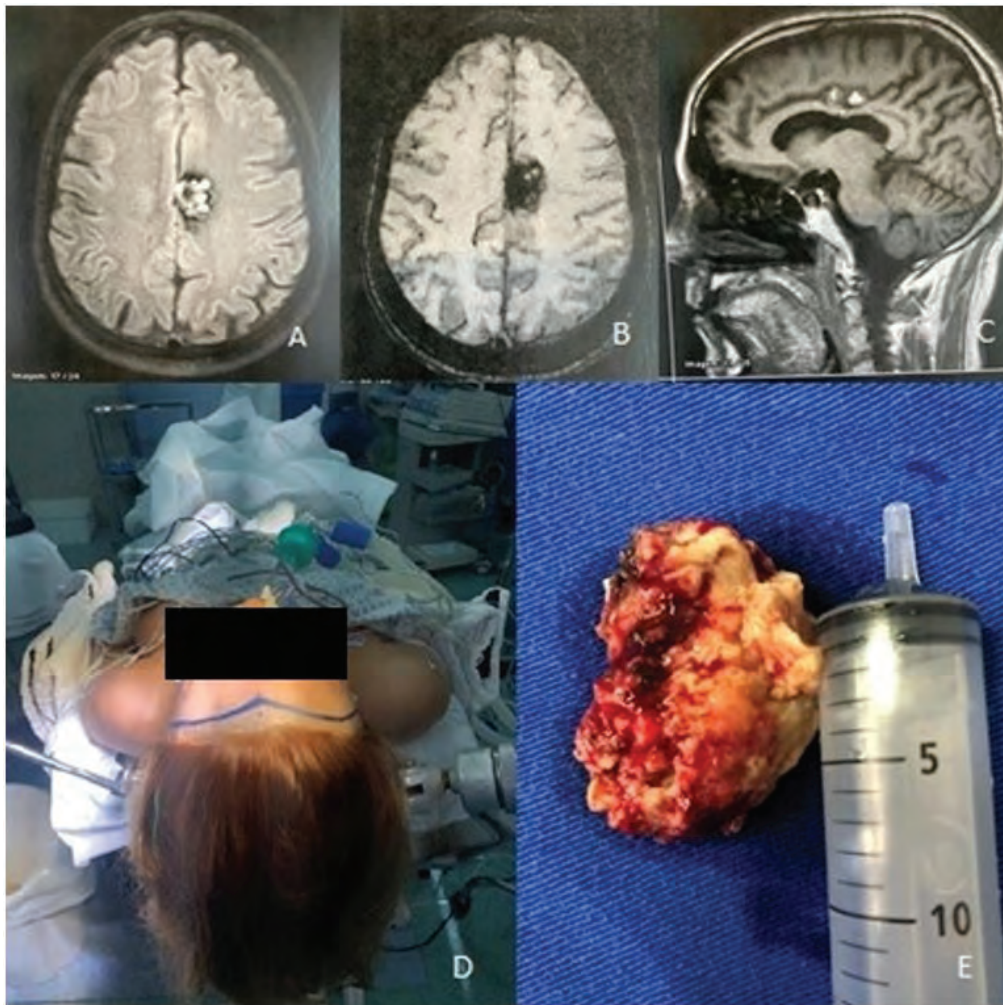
RM de crânio em T1 com evidência de cavernoma do giro do cíngulo à esquerda. A. T1 - Axial sem contraste. B. T2 - Axial SWI. C. T1 – Sagital. D. Posicionamento cirúrgico de abordagem bicoronal. E: Aspecto macroscópico do cavernoma ressecado.
